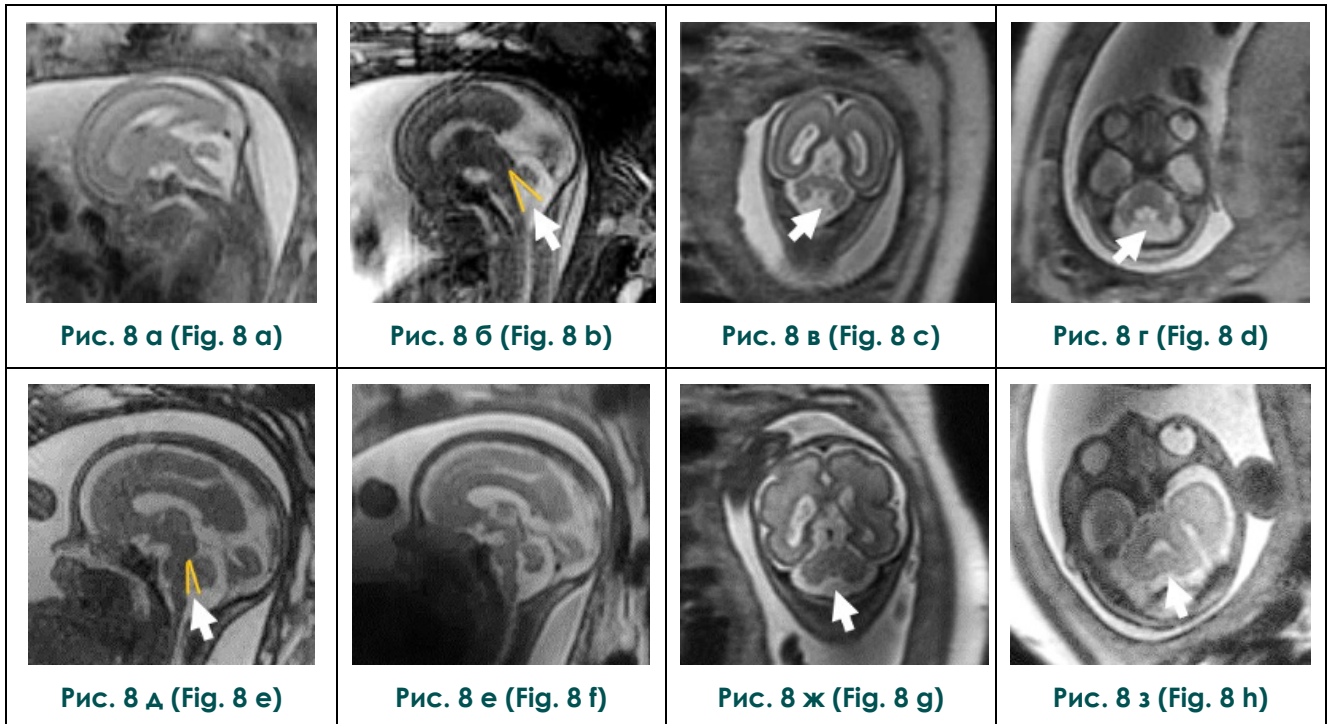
а, б, в, г – МРТ плода в 22 недели гестации (НГ); д, е, ж, з – МРТ плода в 27 недель гестации (НГ).
